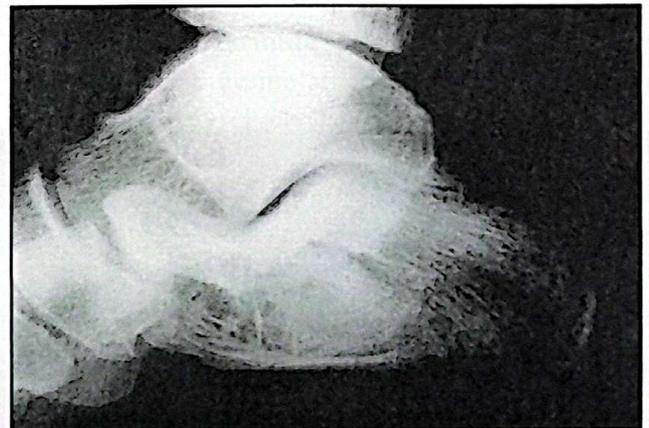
Radiografía lateral: Evolución post quirúrgica a las 8 semanas.
